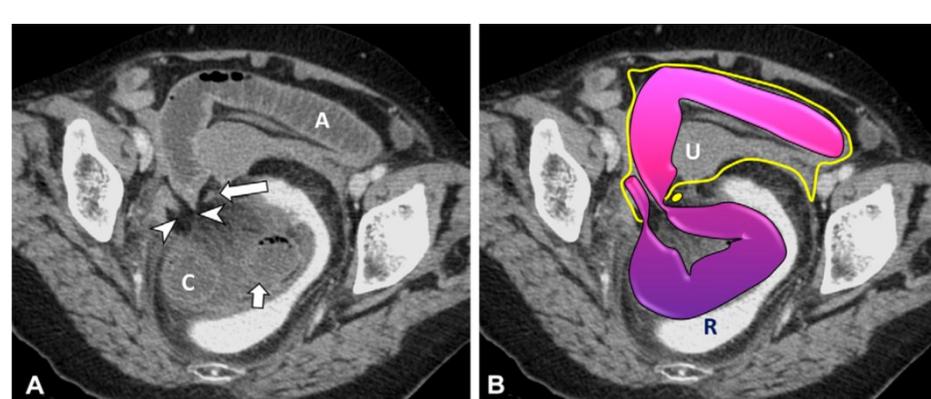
SBO in a 76-year-old patient who presented with abdominal pain and emesis 7 days after rectopexy. A = afferent loop, B = bladder, C = closed loop, R = rectum with rectal contrast material, U = uterus. Axial (A–C) and sagittal (D) contrast-enhanced CT images show the rectopexy mesh in a right paramedian position (long arrow in A and D; yellow dot in B) and the fixation trackers located in the rectovaginal space (arrowheads in C). A dilated C-shaped bowel loop is seen between two transitional points in the right pelvis (arrowheads in A) at the expected site of the peritoneal closure. These imaging findings are suggestive of a closed-loop SBO by herniation through a defect in the peritoneal closure. Note the signs of bowel ischemia, including reduced contrast enhancement of the wall and possible pneumatosis of the closed loop (short arrow in A and D) and extensive mesenteric edema (A and D). Surgery confirmed herniation of the closed loop through a small peritoneal defect to the right of the rectopexy mesh at the peritoneal closure site and showed necrosis of the closed loop.
